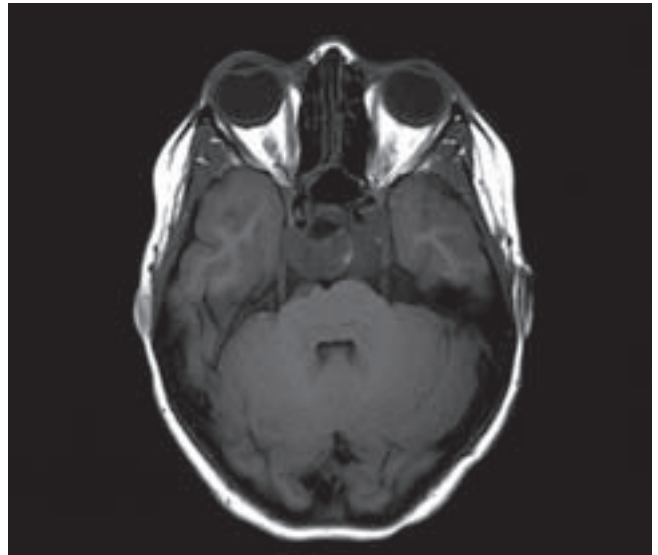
Resonancia magnética: corte horizontal que muestra la lesión localizada en el clivus, contactando con la hipófisis y en estrecha relación con la protuberancia.
